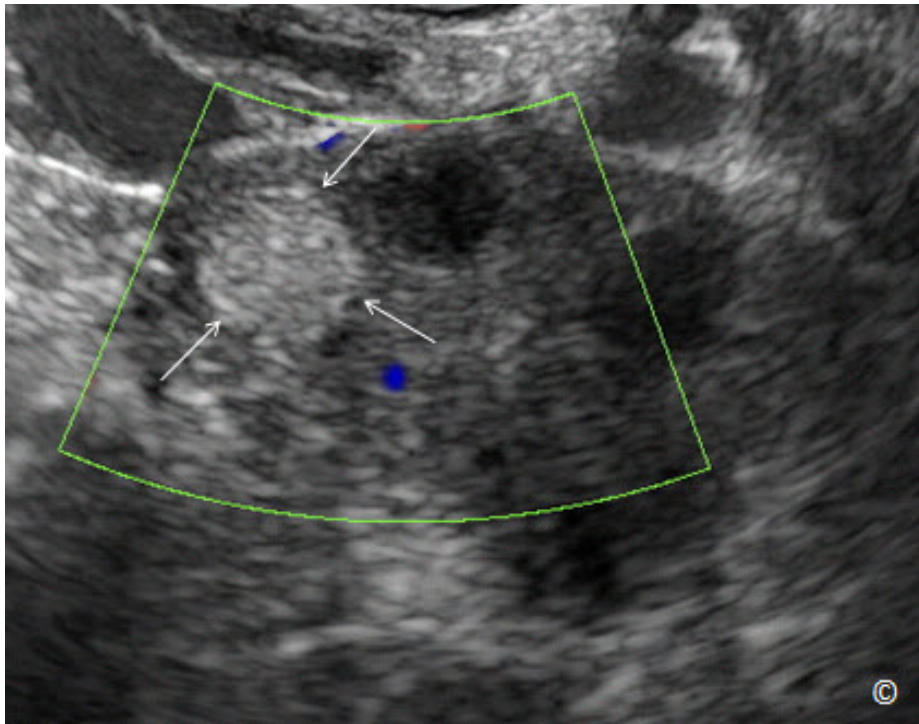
Ultrasonido transvaginal con Doppler en color de un dermoide pequeño (flechas) que se encuentra dentro del ovario.
